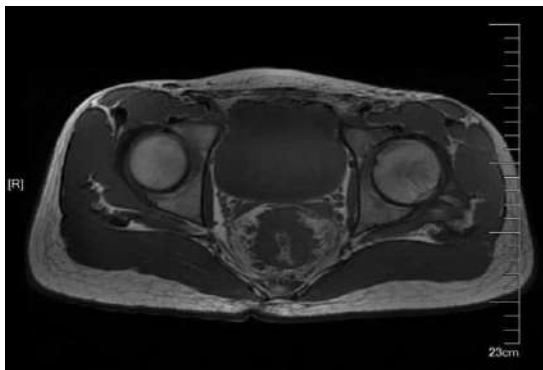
2018 年 12 月 16 日首次入院盆腔 MRI
